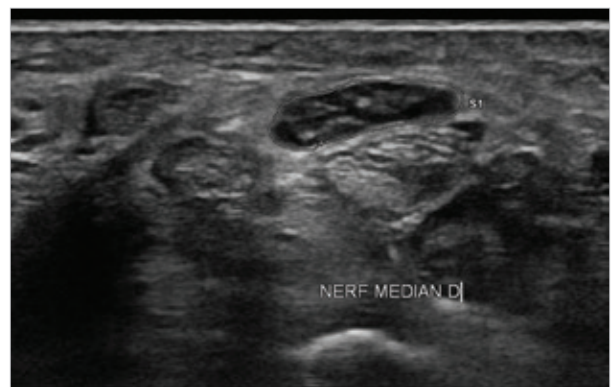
Une coupe transverse d'échographie du poignet droit montrant la mesure de surface de section du nerf médian (S1).
